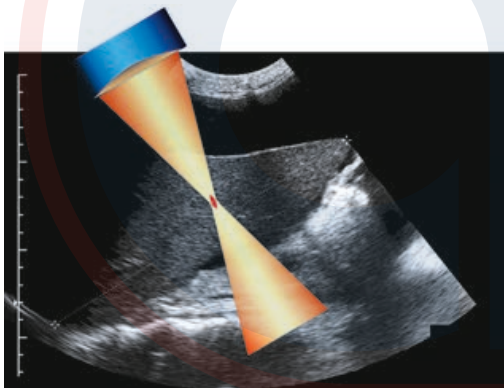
Ultrasonido focalizado en alta intensidad (HIFU). La destrucción del tejido local por calentamiento puede alcanzarse usando el HIFU emitido con picos de intensidades focales de varios cientos de W/cm^2 . La destrucción del tejido puede confinarse a un área pequeña de unos pocos milímetros de tamaño, sin lesión a los tejidos adyacentes. El HIFU es una herramienta promisoría para el tratamiento mínimamente invasivo de sitios hemorrágicos, fibromas uterinos y tumores en la próstata, el hígado y la mama.
